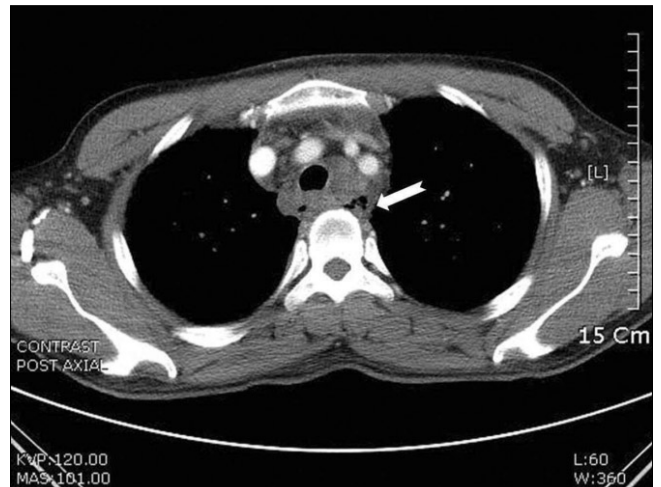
Preoperative CT image of chest. Radiolucent abscess space in pneumomediastinum can be noticed. (CT: computed tomography)
